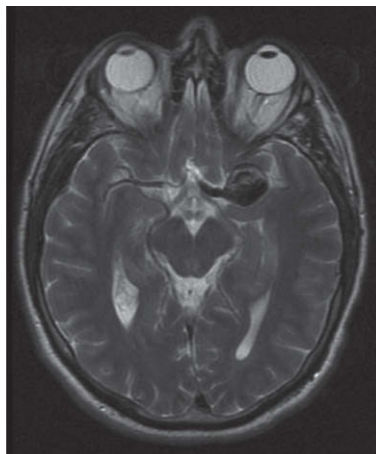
Vacío de señal en la resonancia magnética nuclear en la región de la arteria cerebral media izquierda. Aneurisma fusiforme gigante (2,5 cm).
